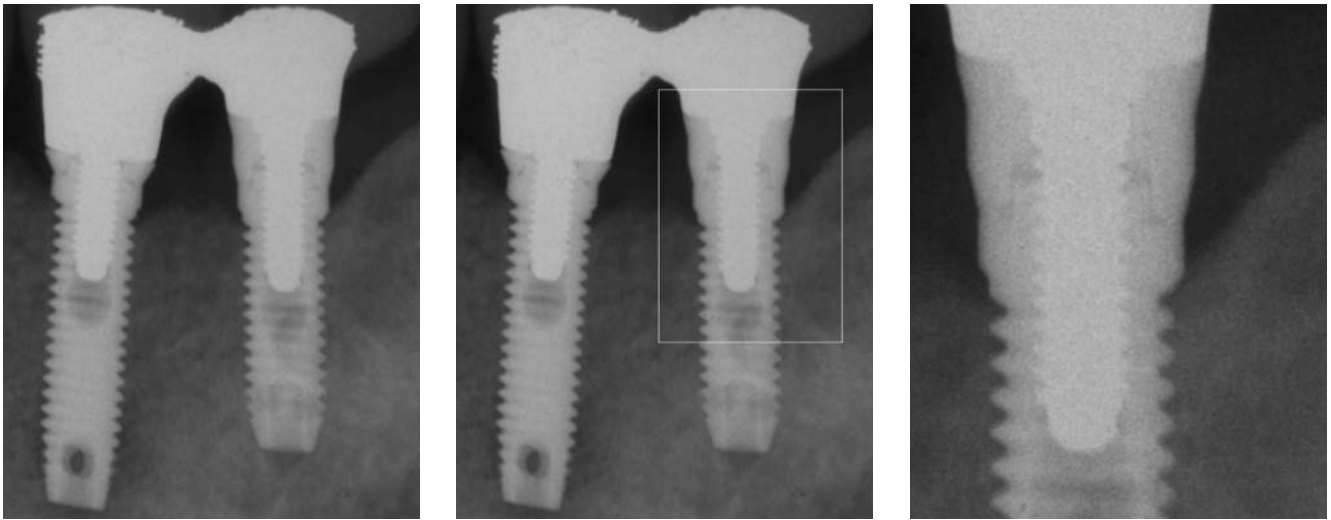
Zoom: Aus dem intraoralen Röntgenbild (links) ist aus dem Bereich des rechten Implantates der rechteckige Ausschnitt (Mitte) in voller Auflösung dargestellt (rechts)
